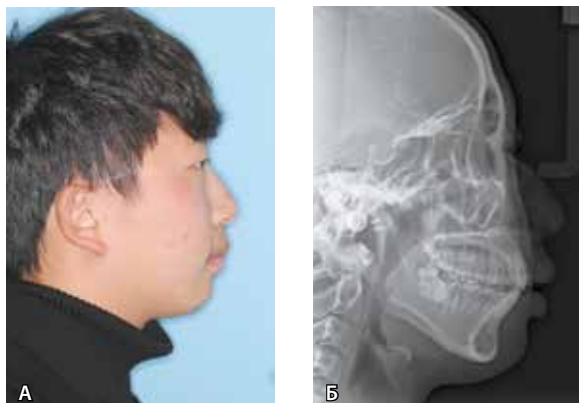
Фото лица пациента 2.2 в профиль (А) и телерентгенография черепа в боковой проекции (Б) после лечения
